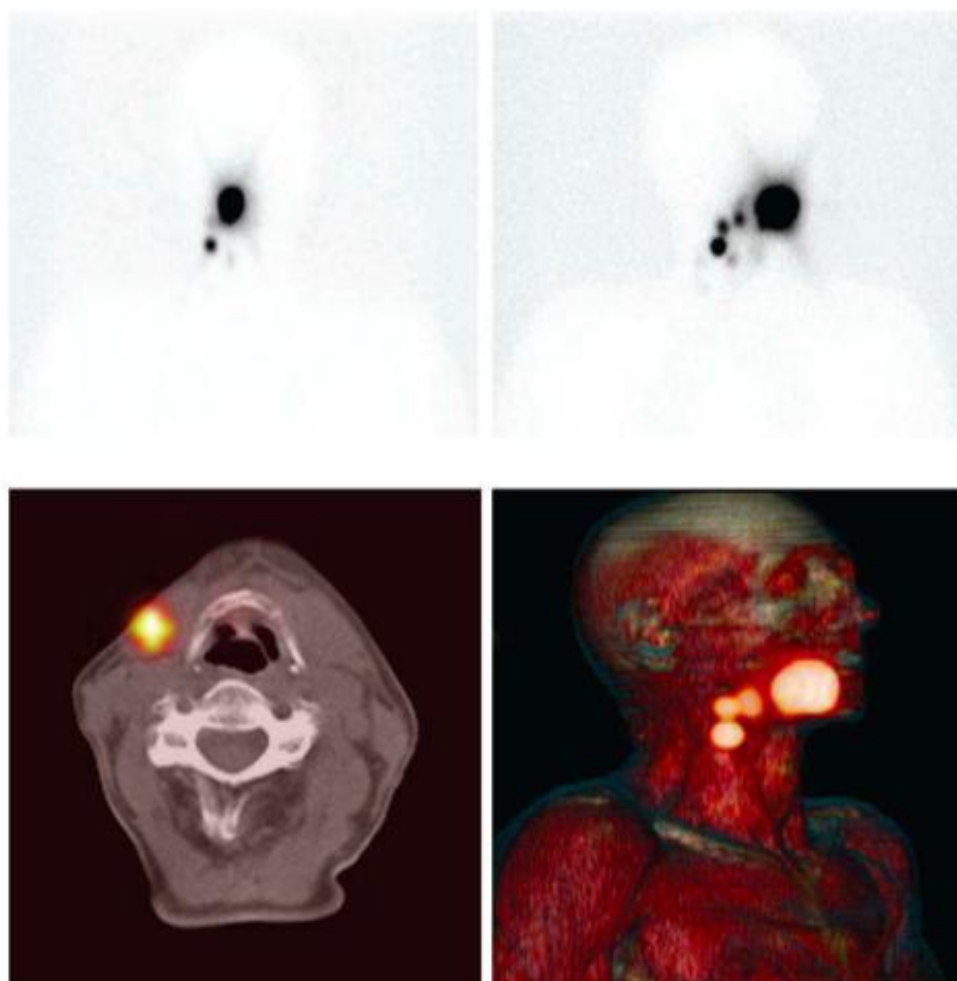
Exemple d'images SPECT/CT permettant de mettre en évidence plusieurs ganglions sentinelles des secteurs II A et III droit [173]
